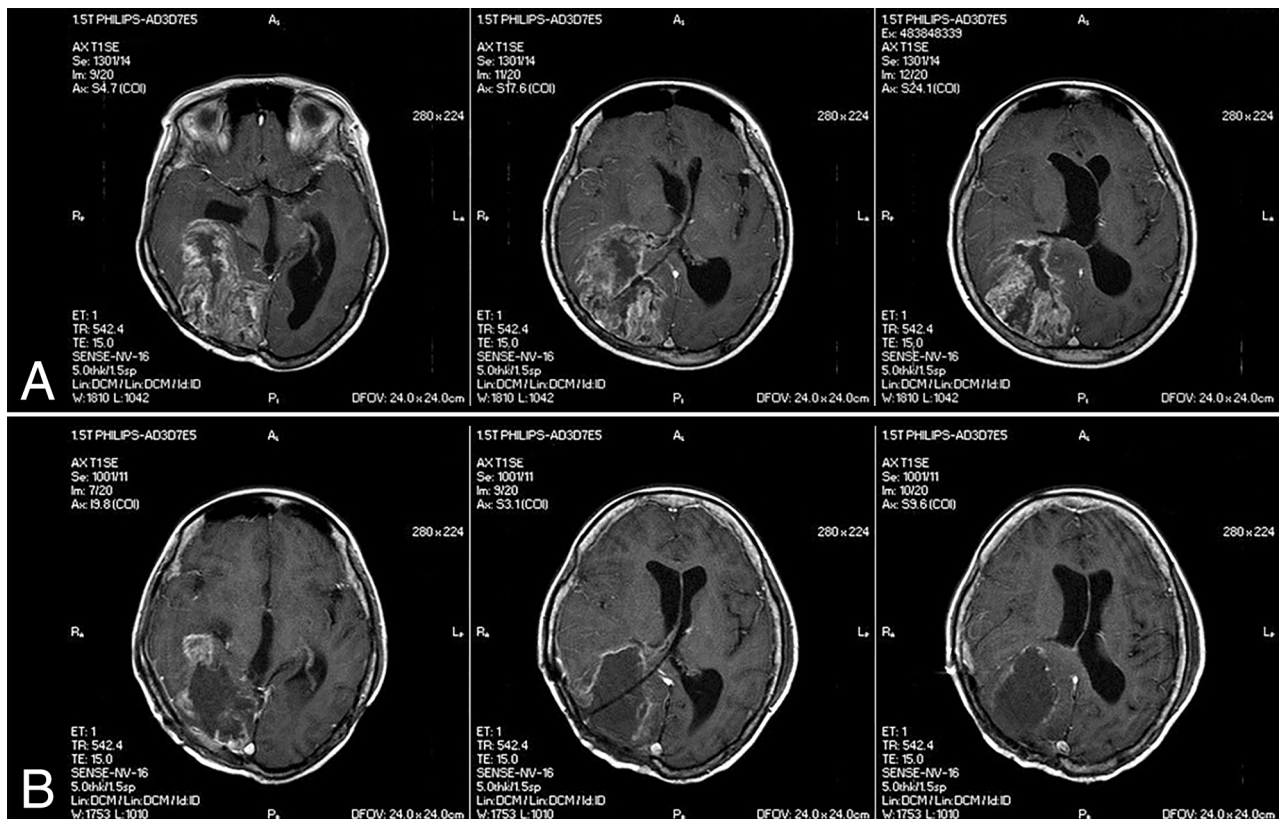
A) RMN de ingreso B) Postquirúrgica a las 72hs.
